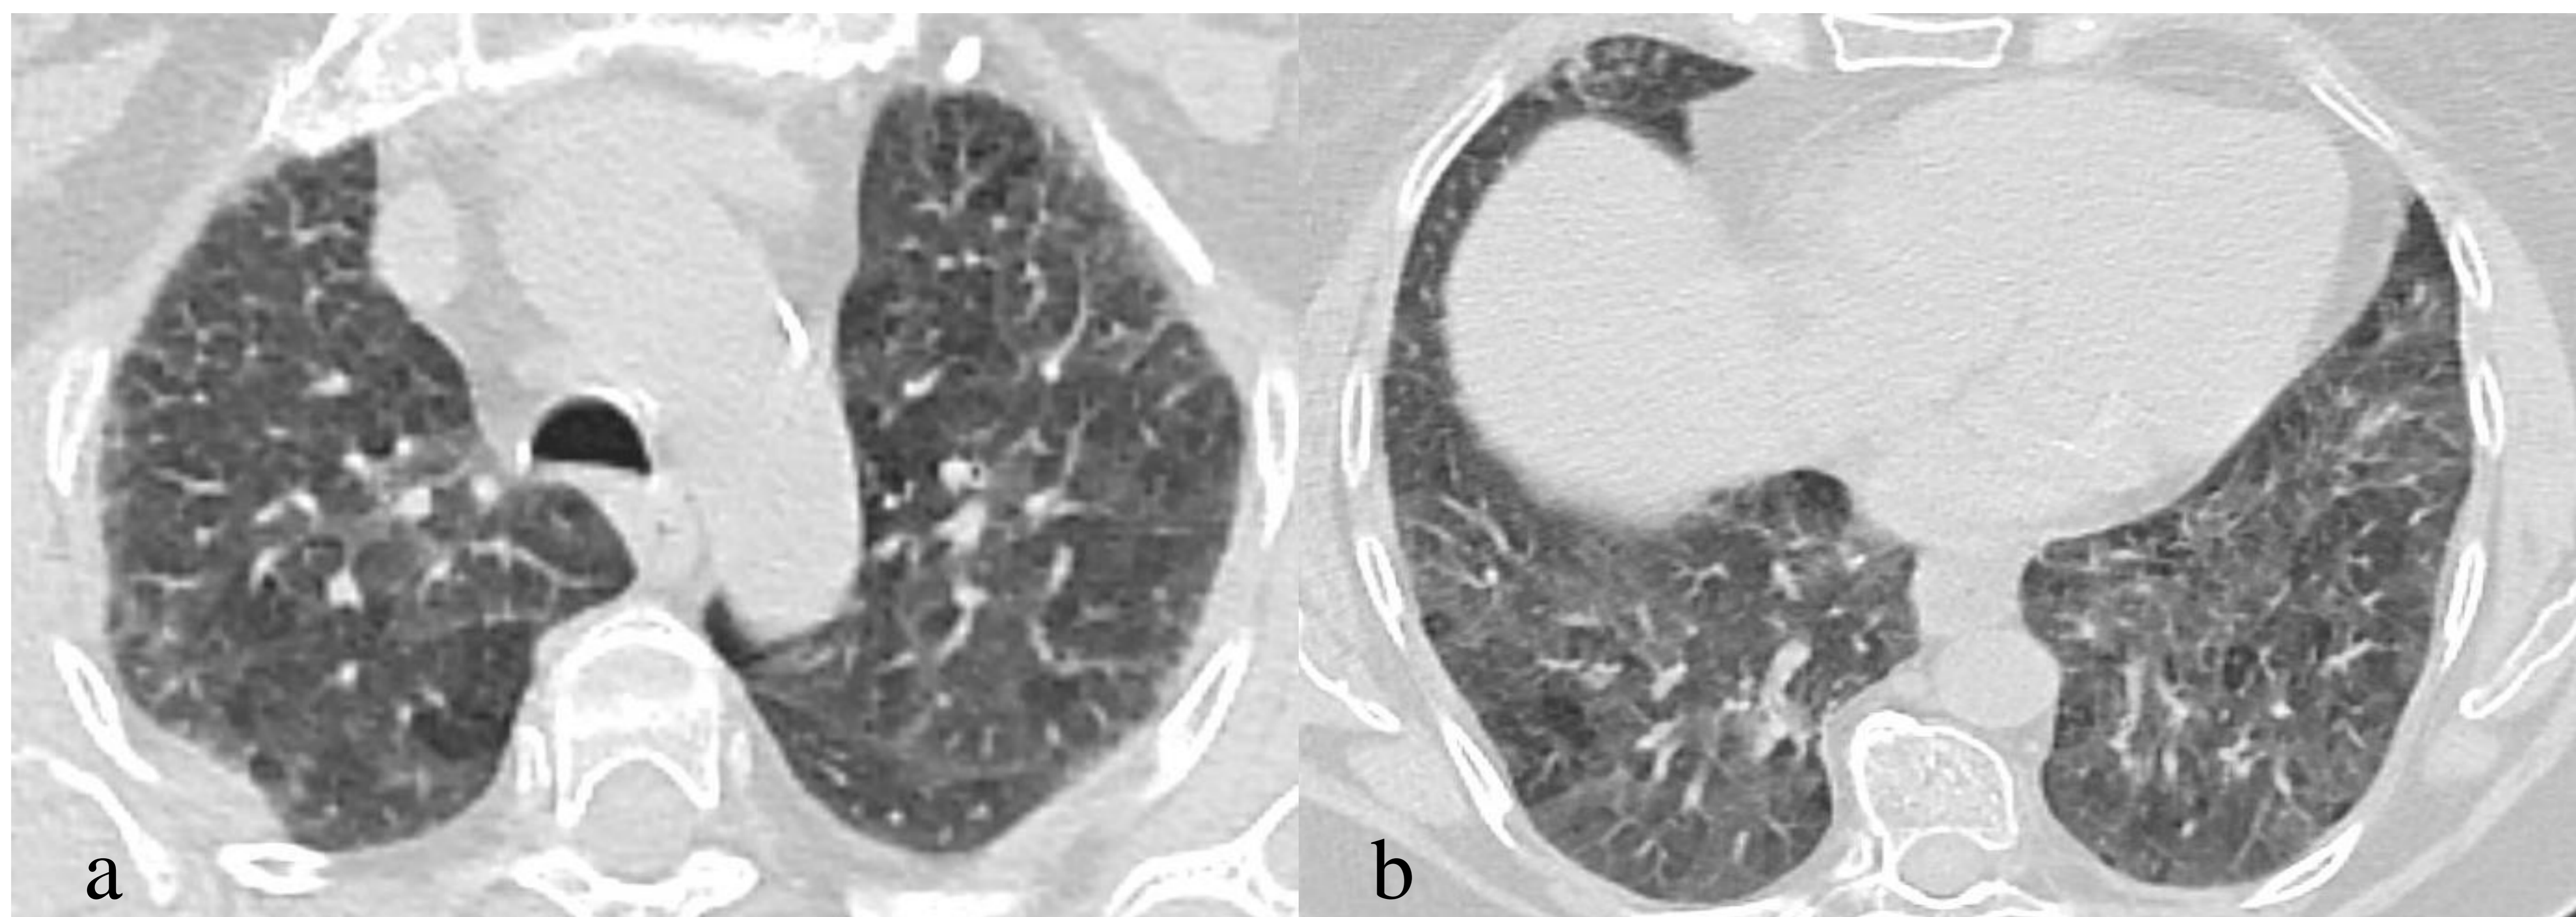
Mujer de 66 años con disnea en contacto con aves. Imágenes axiales de TC con extensa afectación pulmonar bilateral con patrón en mosaico, áreas de vidrio deslustrado y zonas de atrapamiento aéreo. Hallazgos sugestivos de un patrón típico de NH no fibrosante.
